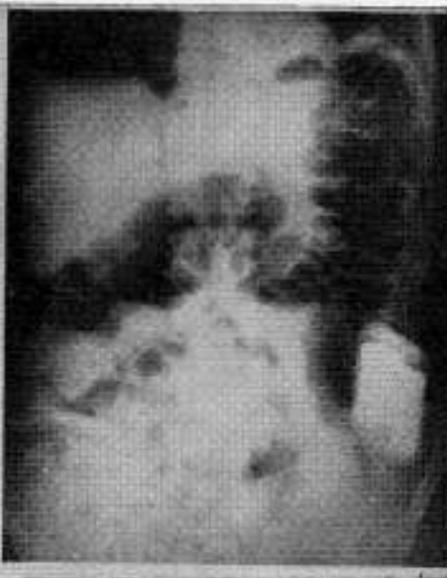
Caso 3. Esta radiografía muestra al marcapaso implantado en la pared abdominal.
